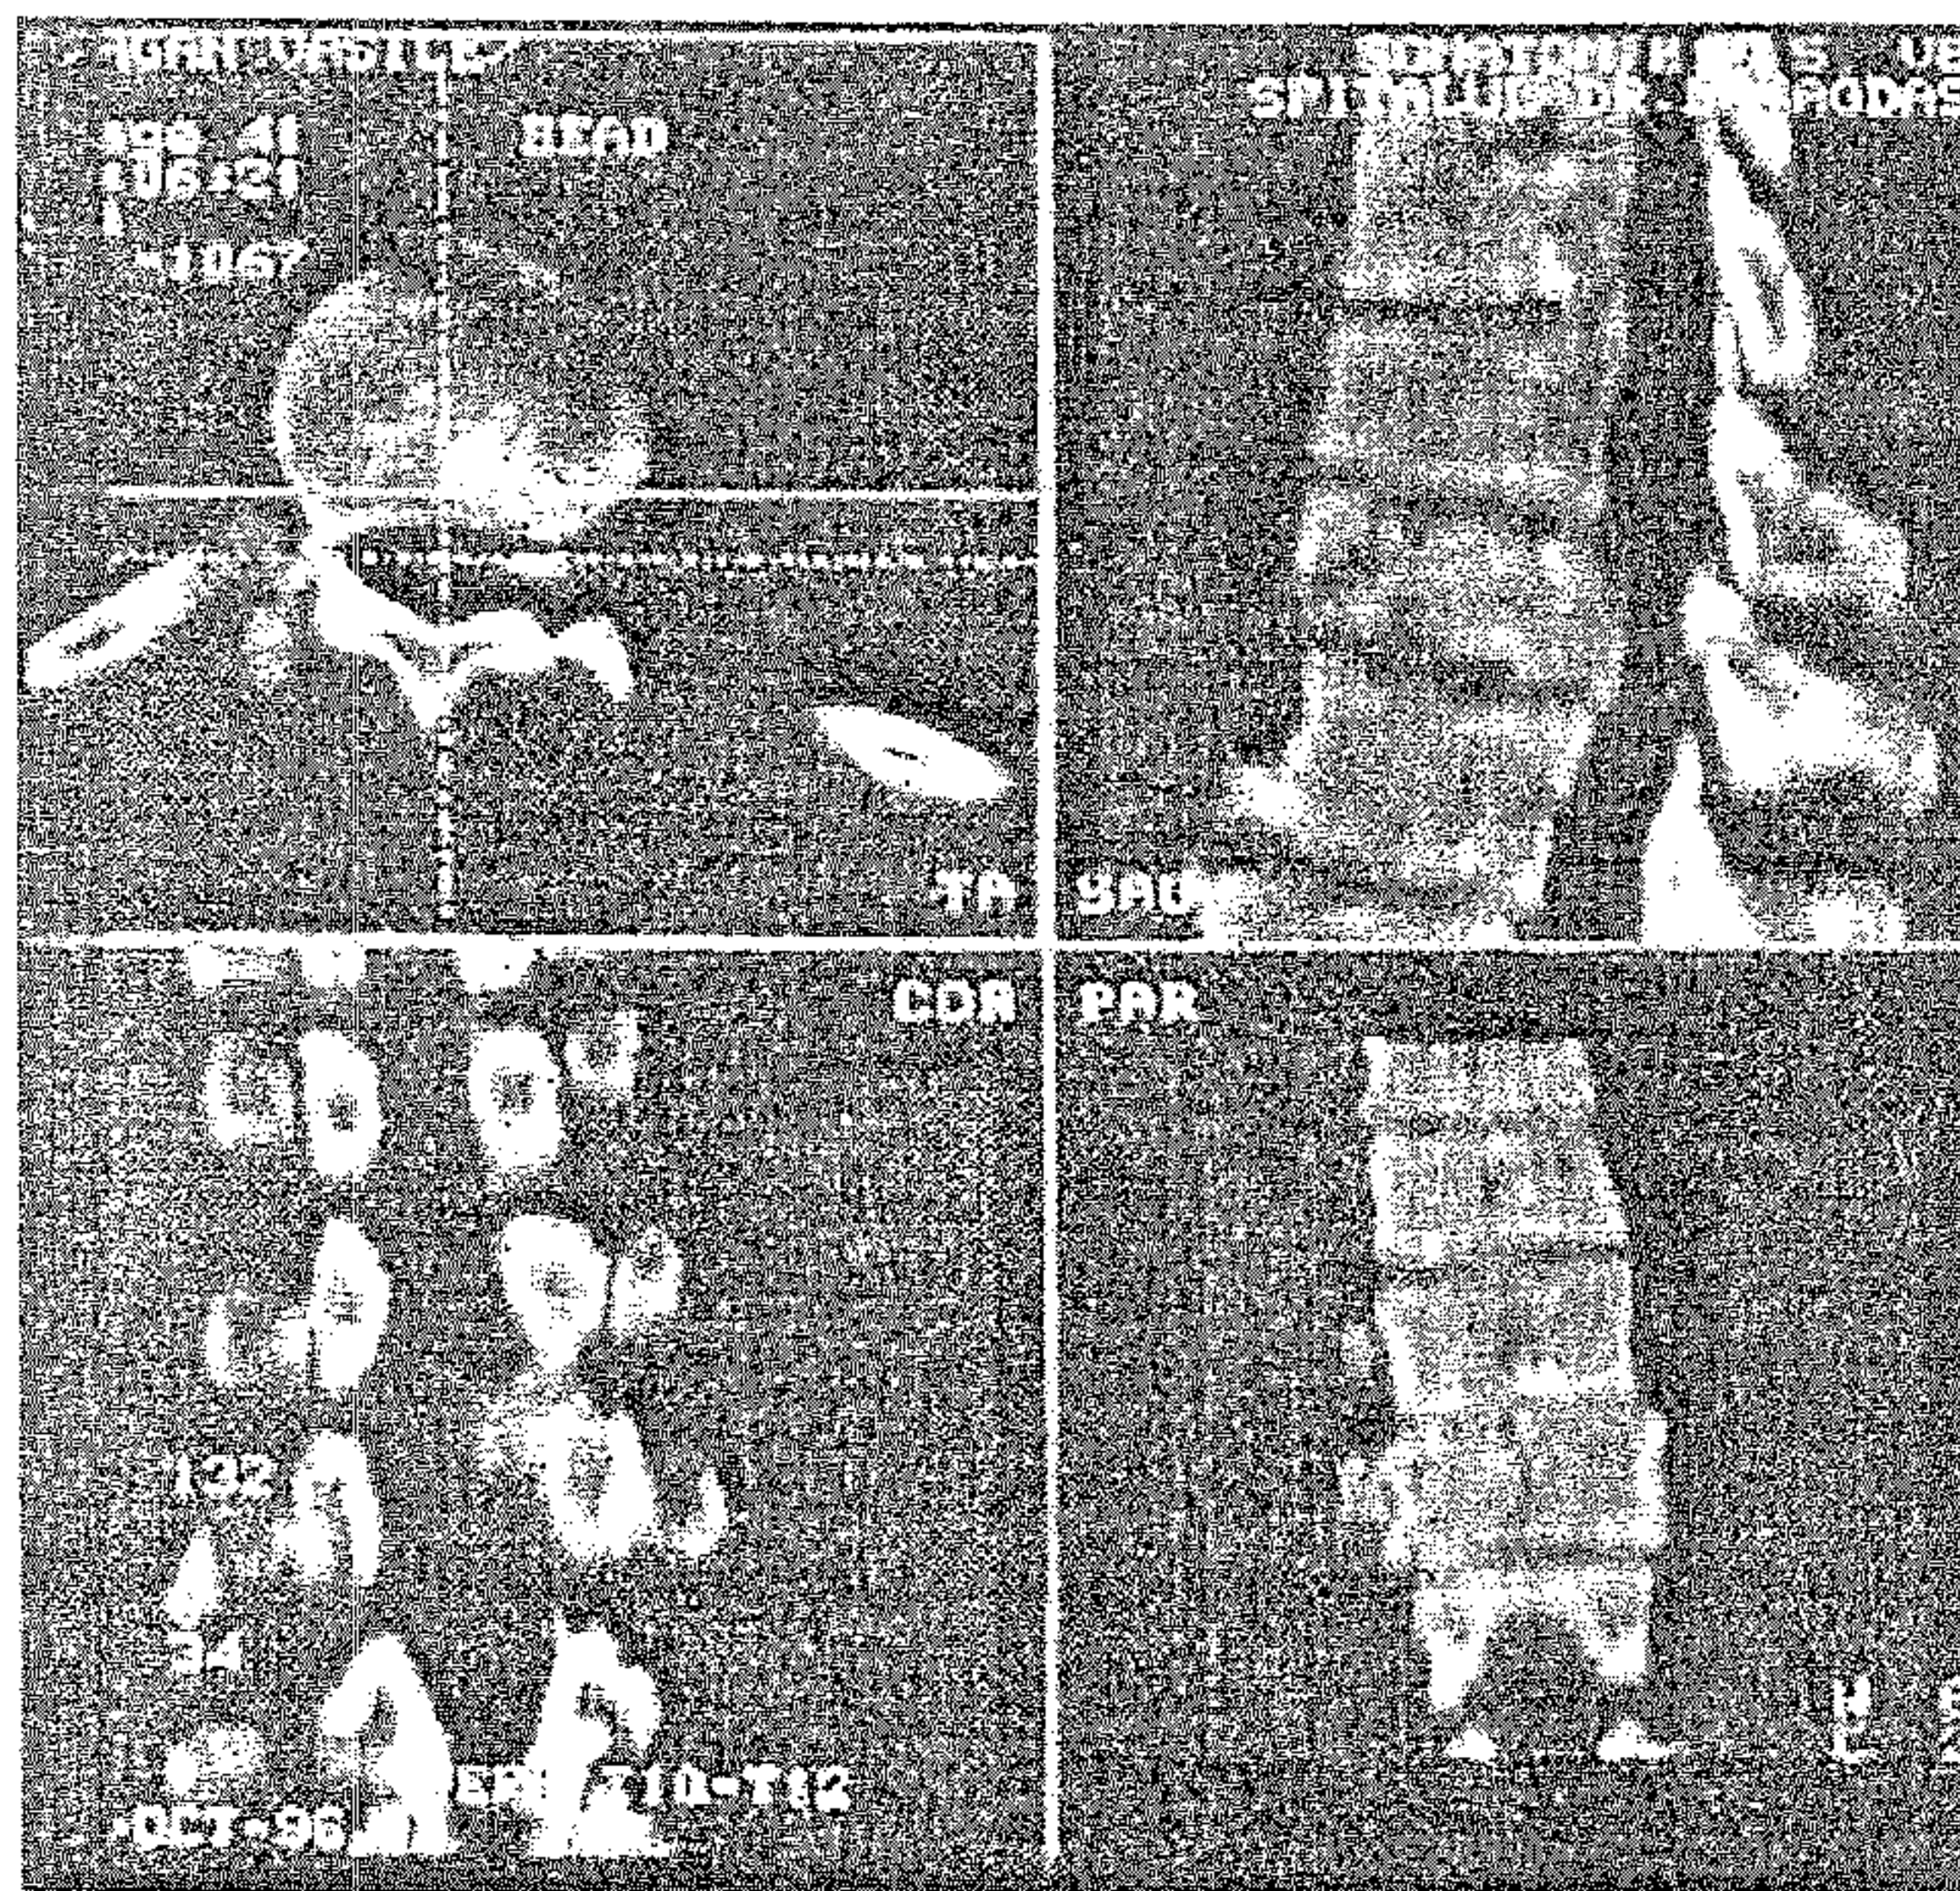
Caz DA, reconstrucții CT în plan mediosagital (dreapta sus), și în plan frontal (pedicular – stânga jos și corporeal – dreapta jos); imaginea din stânga sus prezintă planul secțiunilor reconstruite.
